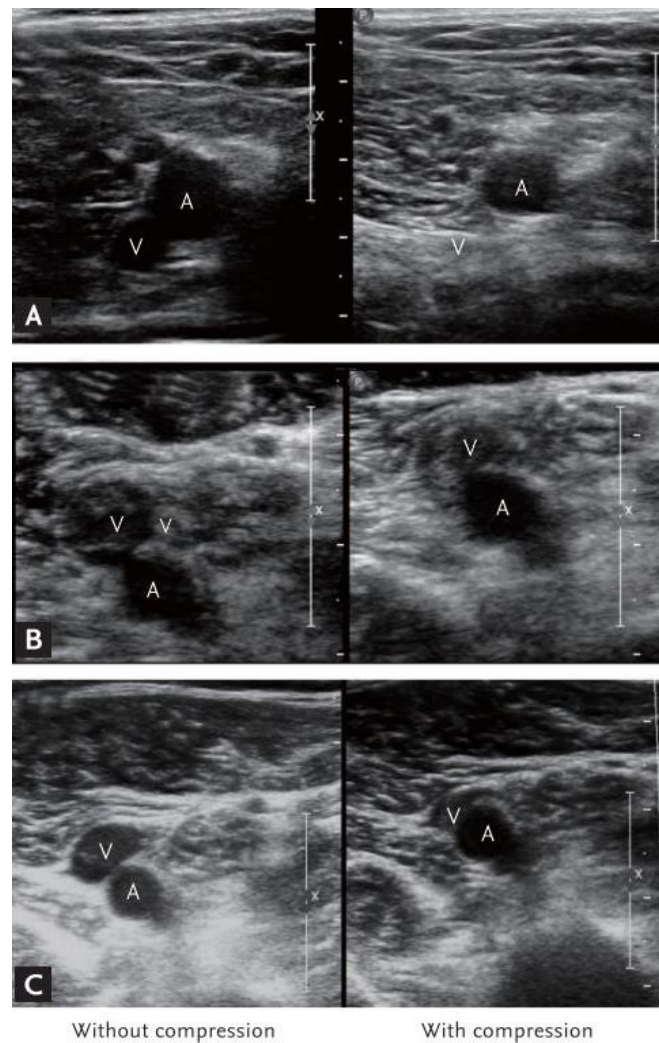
Sonographische Beurteilung der Venen auf Komprimierbarkeit (24) [CC BY-NC 4.0](https://creativecommons.org/licenses/by-nc/4.0/)
